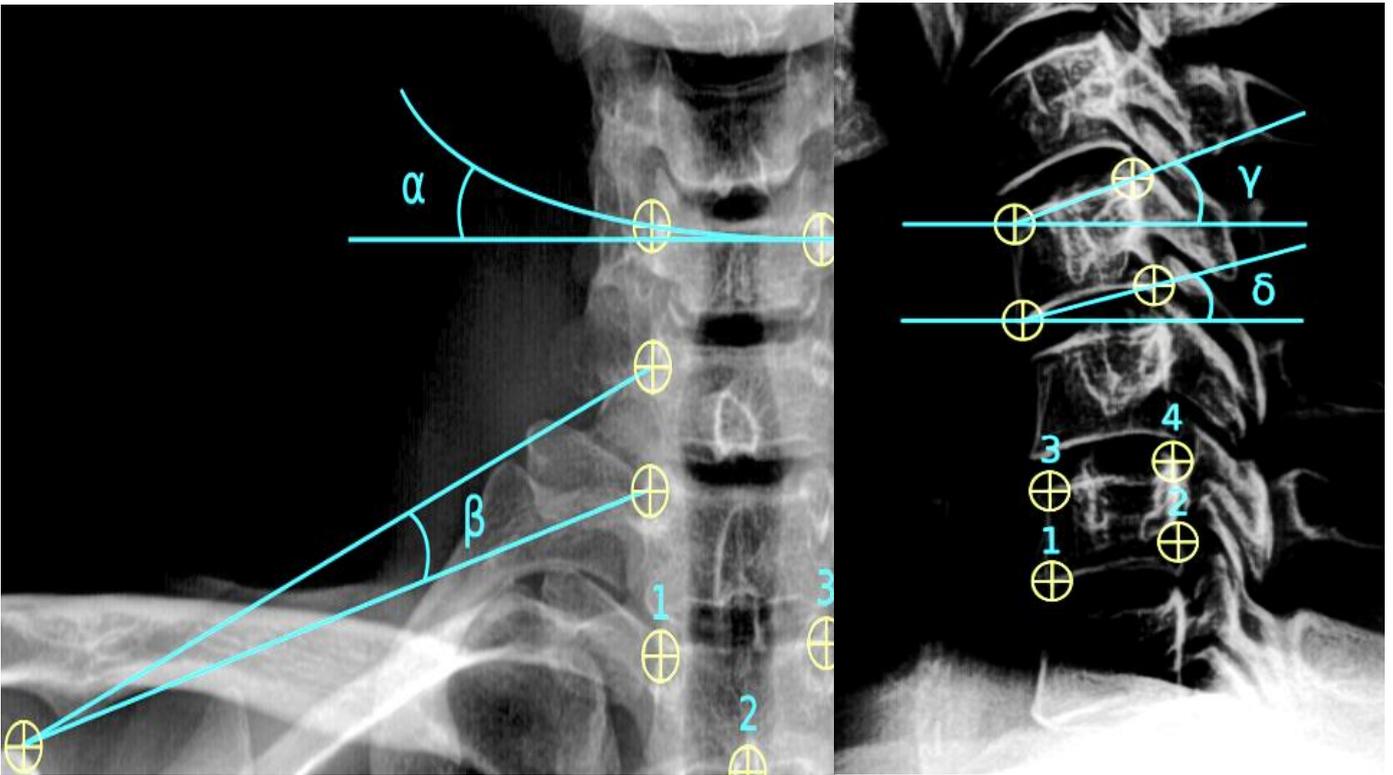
Установка маркеров и обработка рентгенограмм с помощью программы «Spine X-ray Analyze» (фронтальная и сагиттальная проекции)
